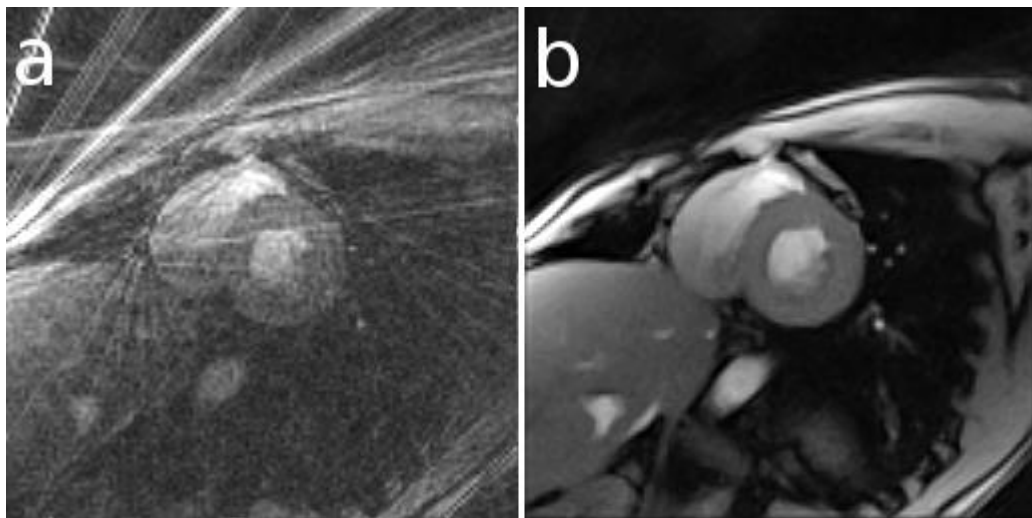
Кадр із фільму МРТ серця людини в реальному часі: а) пряма реконструкція; б) ітеративна (нелінійна обернена) реконструкція [35]
